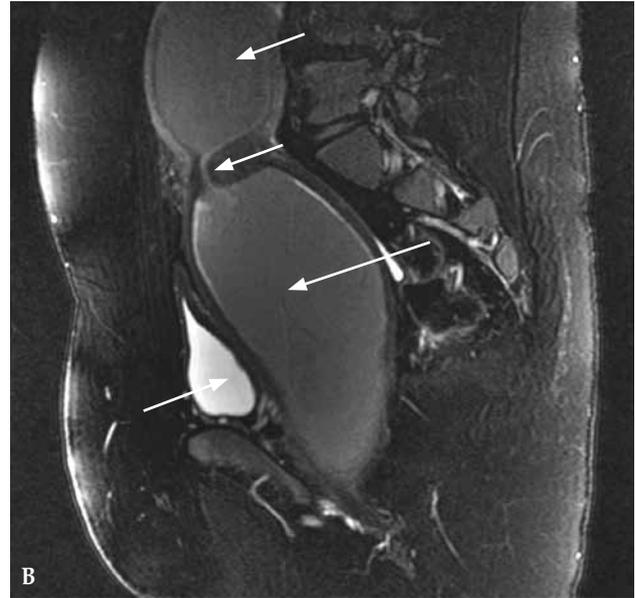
RM que muestra hematocolpos y hematosalpinx. A) Coronal SE T₁. Las flechas representan el útero (superior), la vagina (inferior) y la trompa izquierda. B) Axial DP fat-sat. Las flechas representan útero, vagina y cuello uterino entre ellas, así como la vejiga en posición anterior. C) Sagital DP fat-sat. Las flechas representan útero y ambas trompas a los lados. En las 3 imágenes se aprecia una marcada distensión retrógrada del lumen útero-vaginal y de ambas trompas por material aparentemente hiperintenso en secuencia SE T₁, y de señal intermedia en DP, que sugieren contenido hemático.
